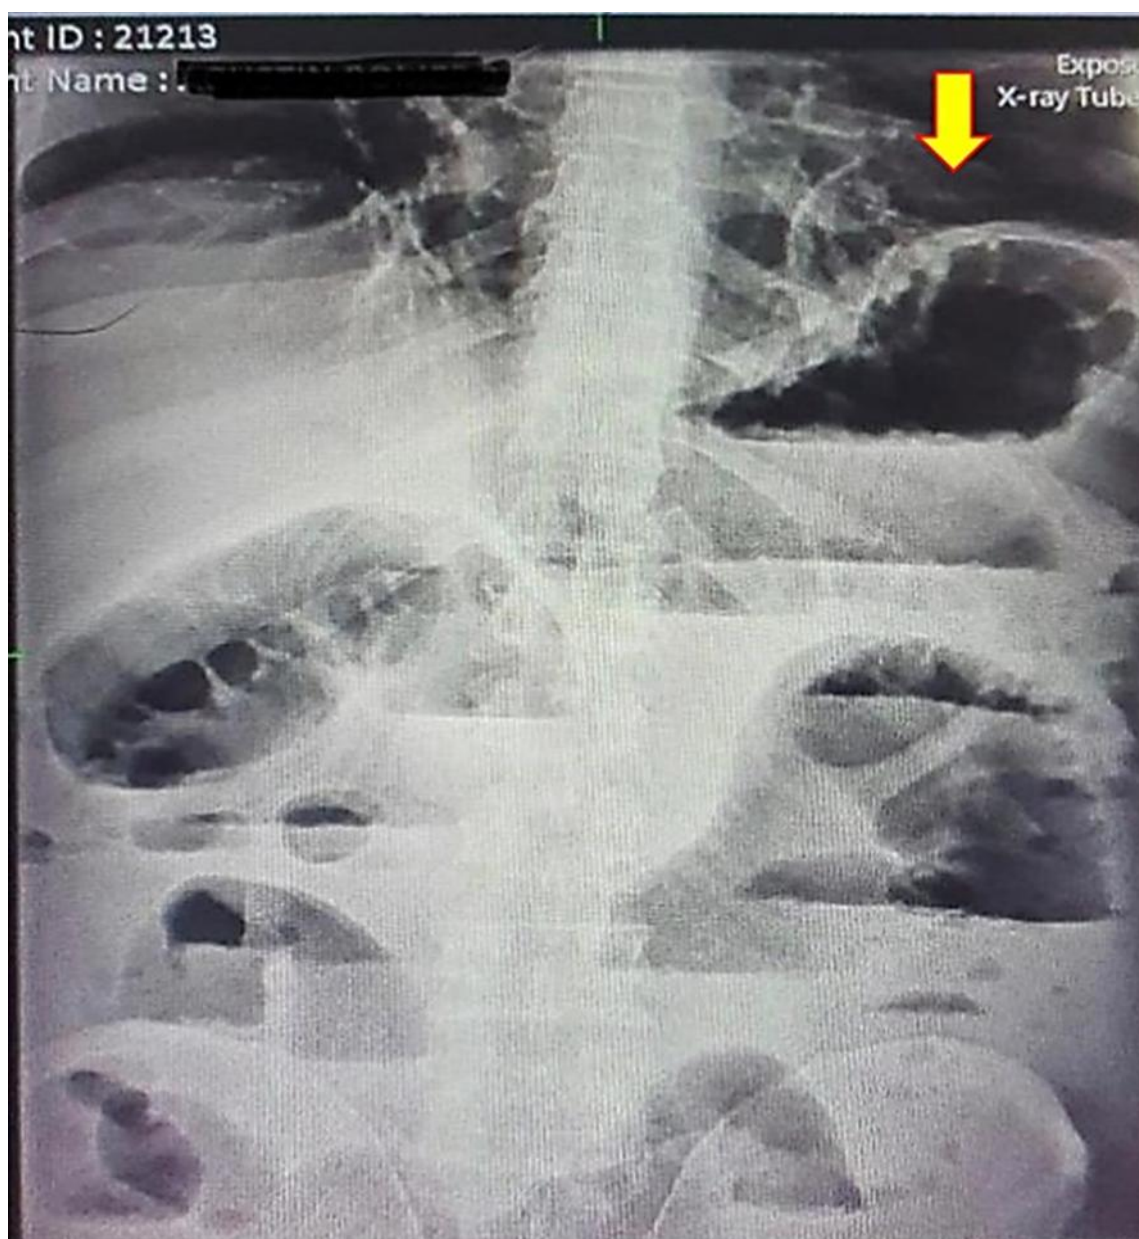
Radiografía simple de abdomen con signos radiológicos de obstrucción intestinal alta: dilatación de asas y niveles hidroaéreos, con dilatación de colon hasta el ángulo esplénico (señalado en la imagen).
